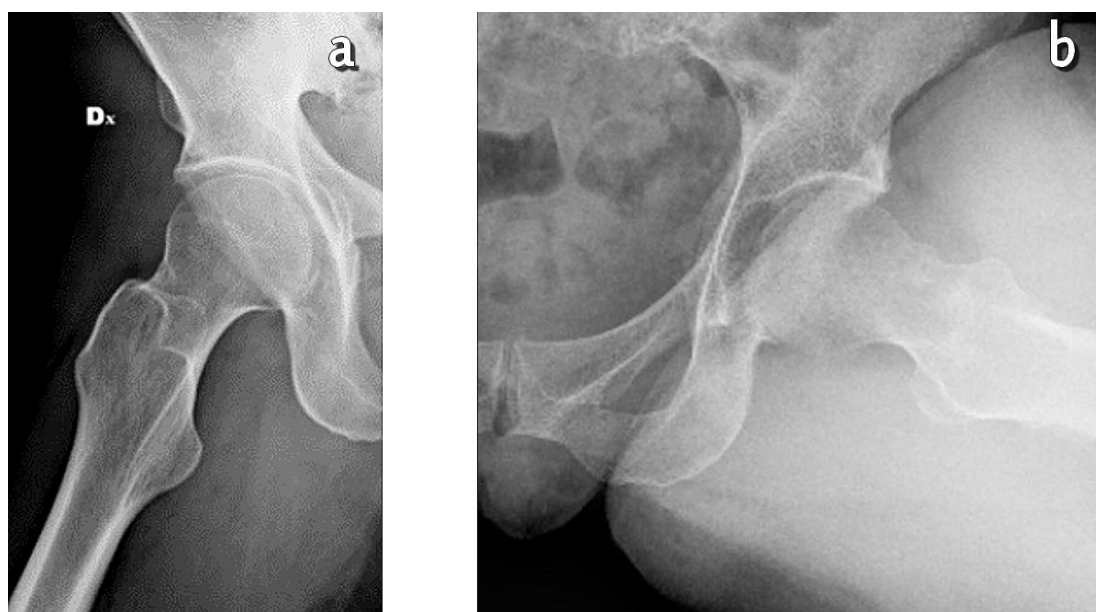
a) proiezione radiografica 'Frog Legs'. b) proiezione radiografica di Lauenstein
